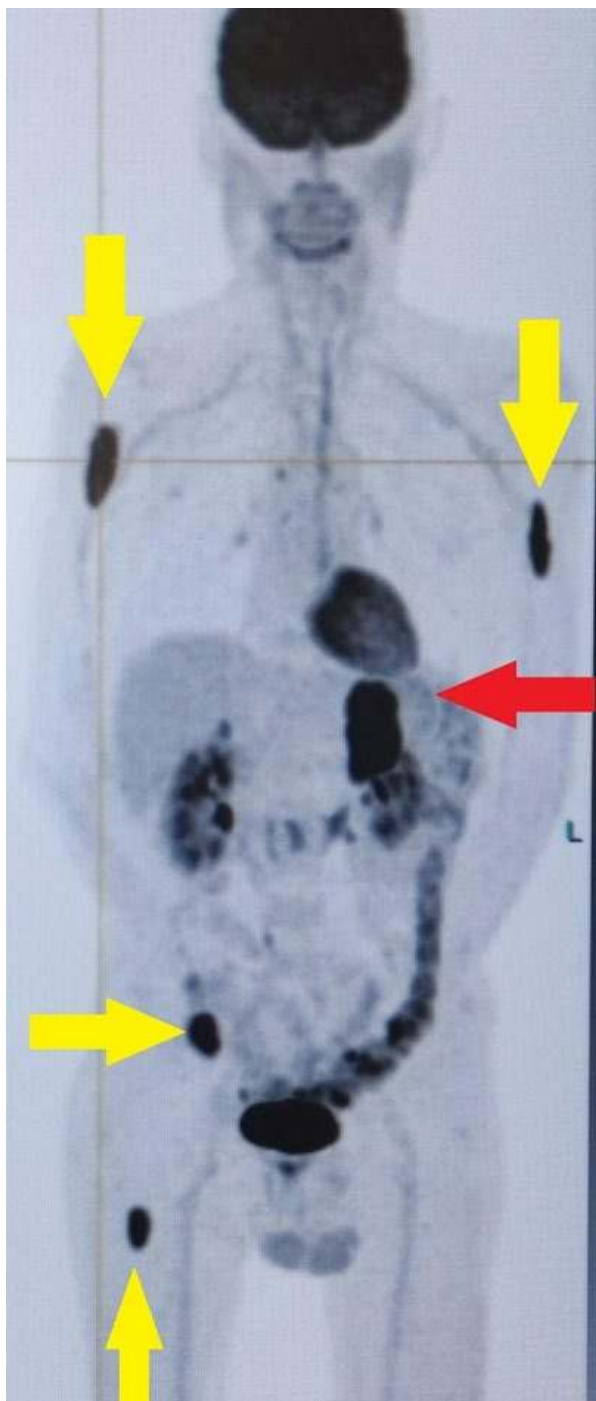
PET-CT axial demonstrando volumosa massa suprarrenal esquerda com intensa captação metabólica (seta vermelha), associada a múltiplas metástases ósseas hipercaptantes em úmero, costelas e fêmur (setas amarelas).
